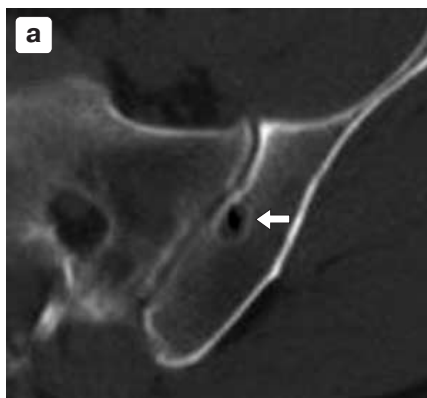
Поражение костей таза при ЛХ IVb стадии в дебюте заболевания: а – СКТ: видно диффузное неравномерное уплотнение костной структуры в правой подвздошной кости и теле 1-го крестцового позвонка; при МРТ зона поражения в правой подвздошной кости дает низкий сигнал в режиме T1 (б) и высокий сигнал в режиме STIR (в).
